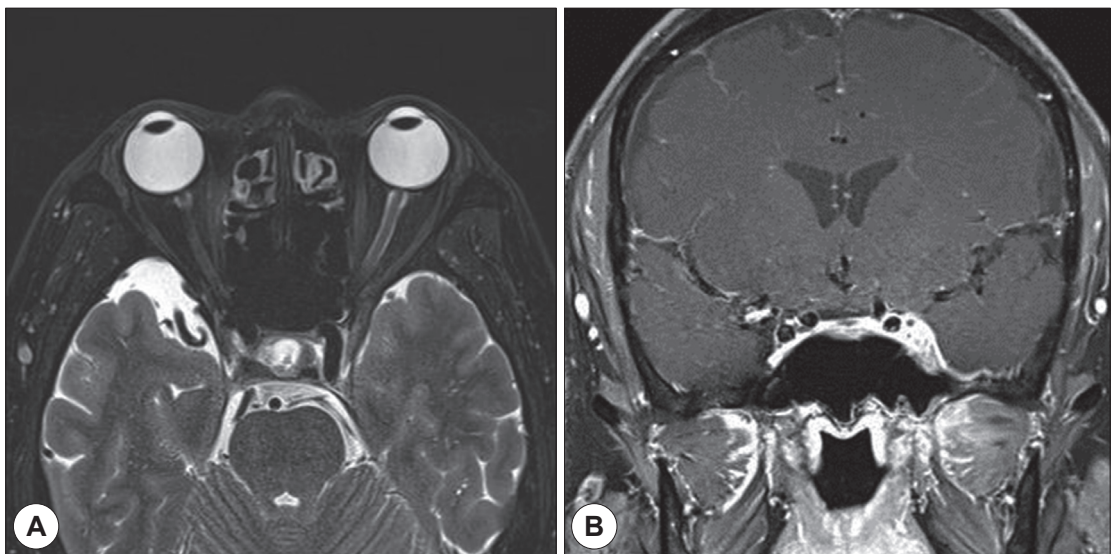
Preoperative brain MRI with angiography. A : Axial view of T2 weighted image. Enhancement of left orbital nerve with periorbital soft tissue inflammation. B : Coronal view of T1 weighted image. Enhancement of left cavernous sinus.
